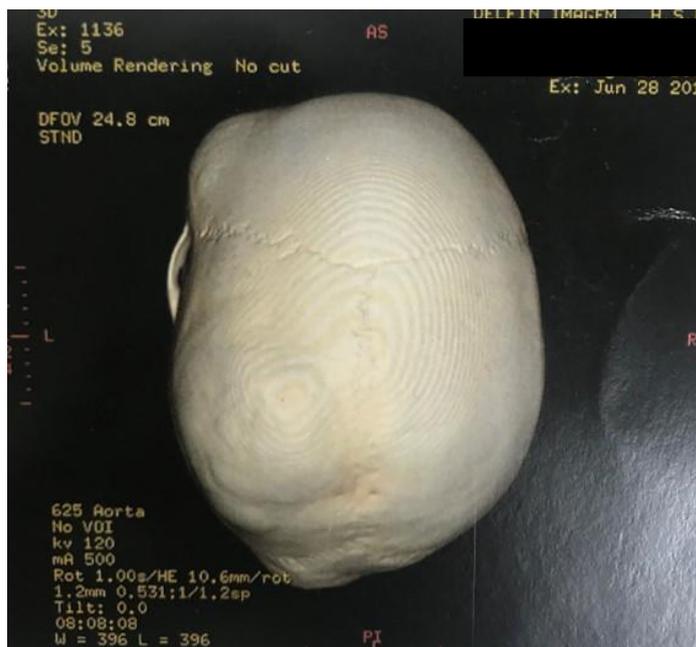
Vista superior de reconstrução em 3D da tomografia computadorizada demonstrando volume ósseo aumentado nos ossos frontal e parietal esquerdo e no occipital.
